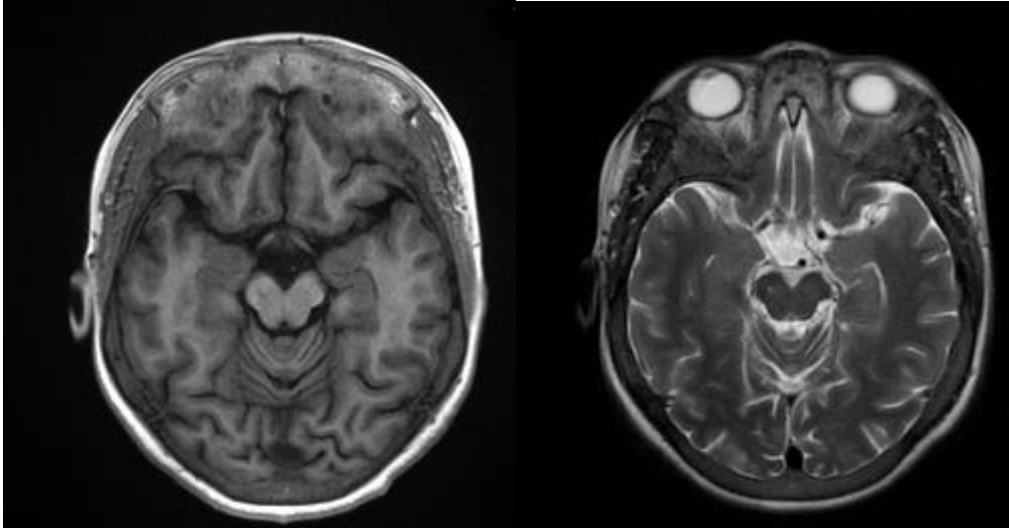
Resonancia Magnética cerebral (T1, T2) sin alteraciones.
